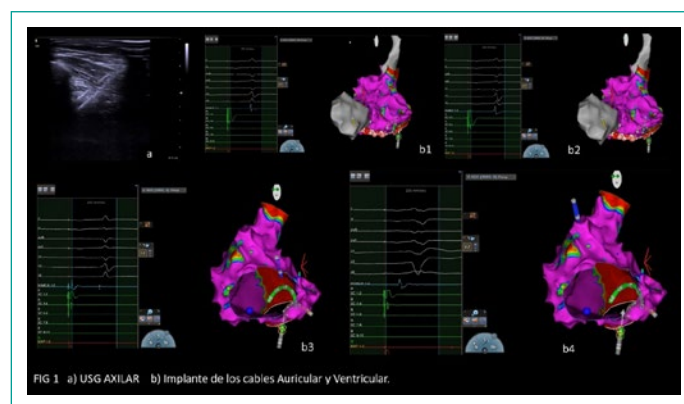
a) Cateterismo de la vena axilar guiado por ultrasonido vascular. b) Guía del implante de los cables auricular (1,2) y ventricular (3,4) por medio de sistema de mapeo electroanatómico.
